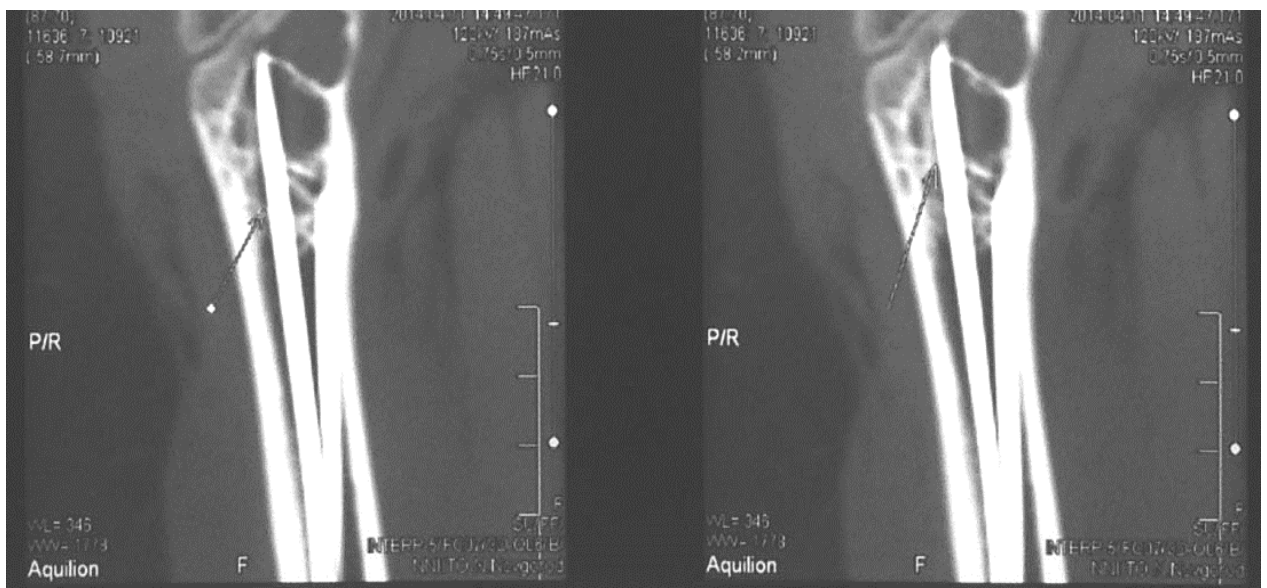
МСКТ верхней трети правой большеберцовой кости. Резорбция костной ткани вокруг стержня указана стрелками.
